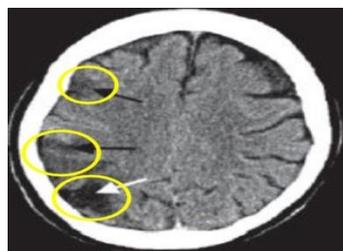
Hasil Citra Irisan Axial CT Scan (Long, 2016)
